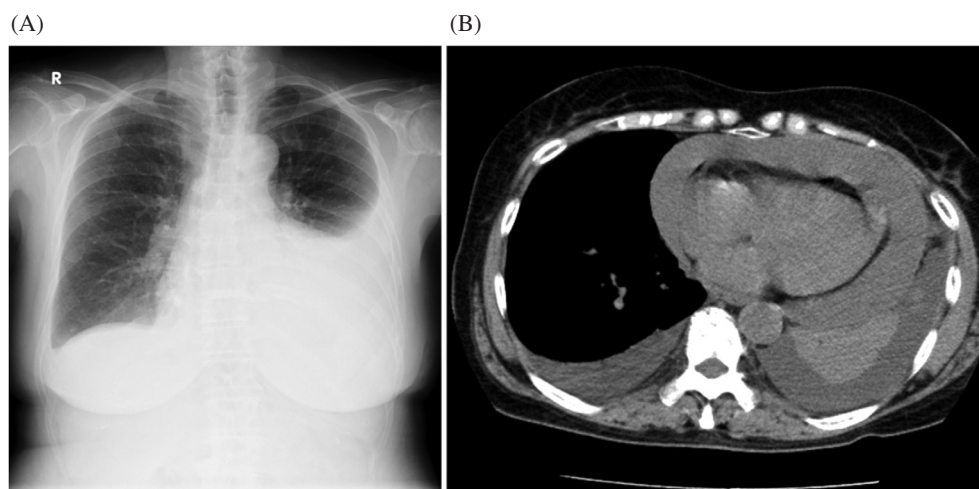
Chest radiography examination on admission. (A) Chest X-ray showed cardiomegaly and left pleural effusion. (B) Chest computed tomography demonstrated a large amount of pericardial effusion and bilateral pleural effusion.
